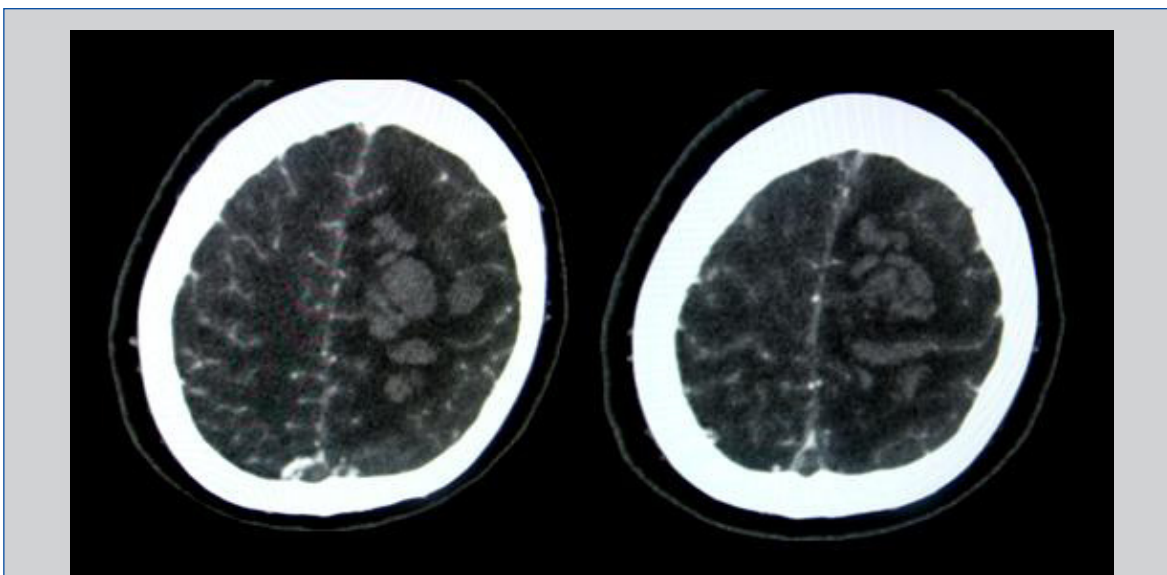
TAC DE CRÁNEO SIMPLE DONDE SE OBSERVA EL SANGRADO TIPO “ALGODONOSO” CARACTERÍSTICO DEL INFARTO DE ORIGEN VENOSO.
